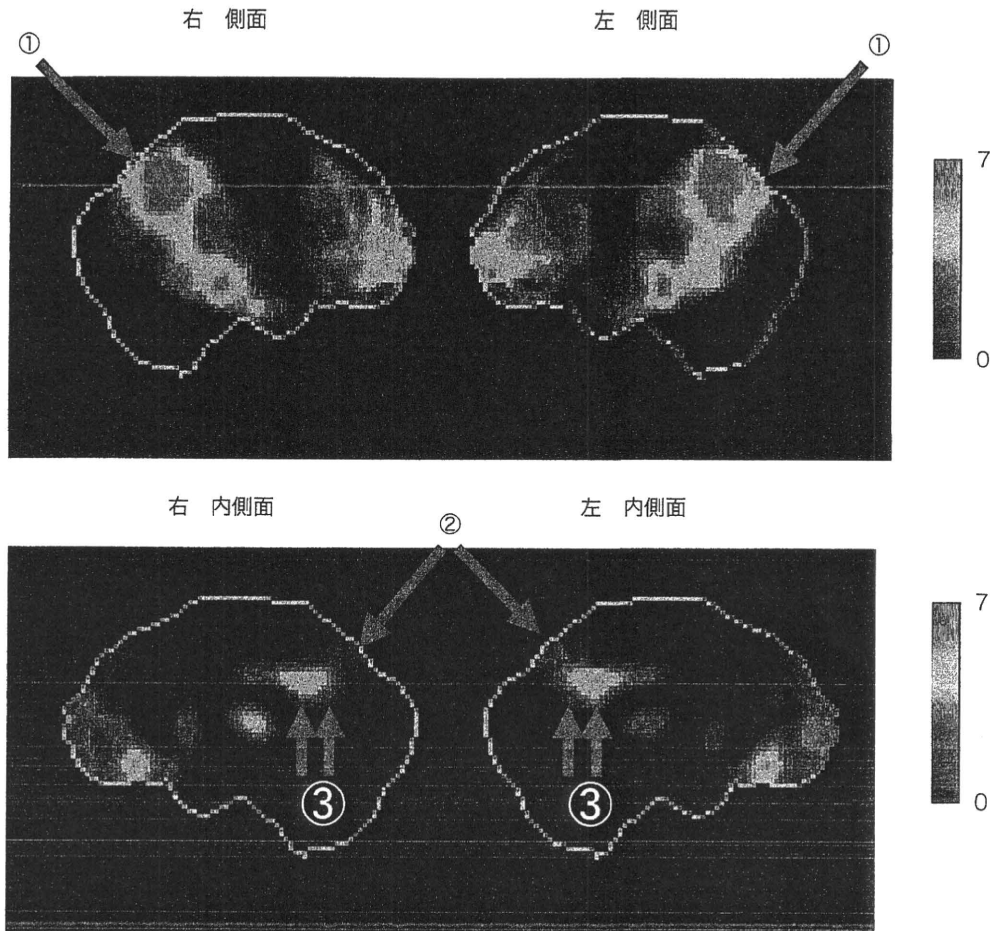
典型的な AD の SPECT 画像
